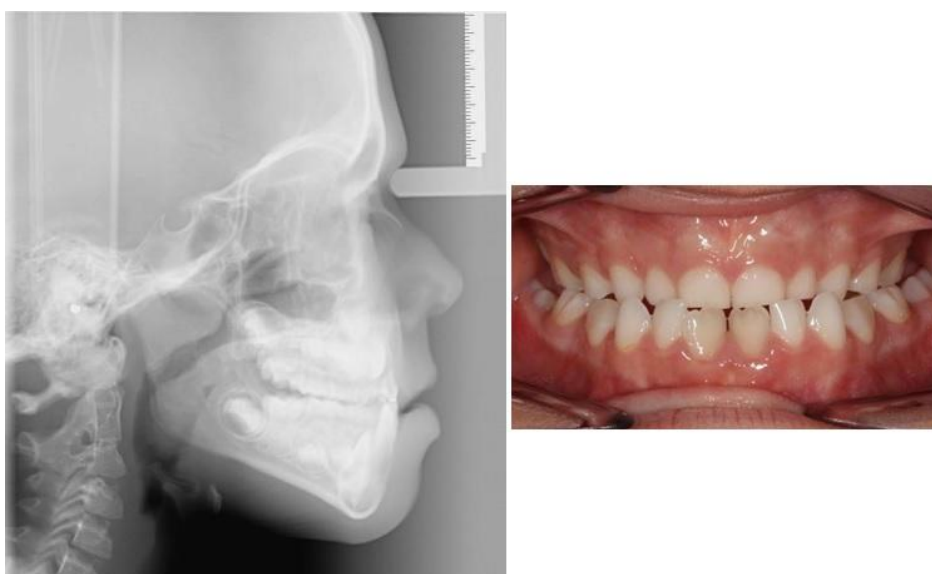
Teleradiografía lateral de paciente con hiperplasia amigdalor adenoidal y su oclusión frontal, obsérvese la compresión maxilar y la tendencia a la Clase III.
